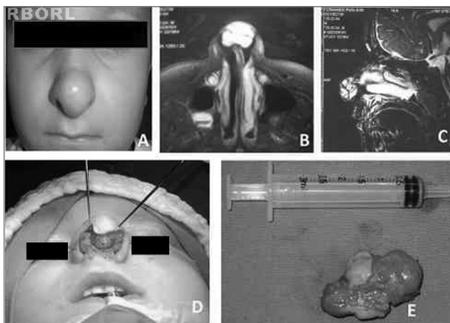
A) Tumor em ponta nasal. B) RM pré-operatória corte axial com hipersinal em T2. C) RM corte sagital mostrando hipersinal em T2. D) Exorinoplastia com incisão de Rethi para acesso cirúrgico. E) Peça tumoral de aproximadamente 2,5 cm.
